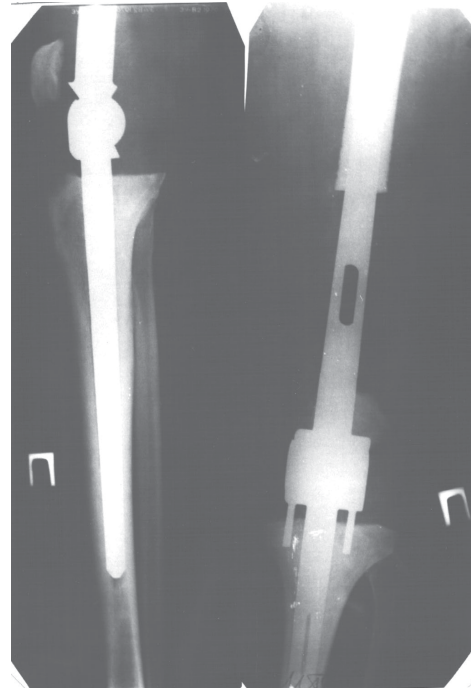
Aceiași bolnavă. Clișeu radiografic după endoprotezarea totală a articulației genunchiului.
